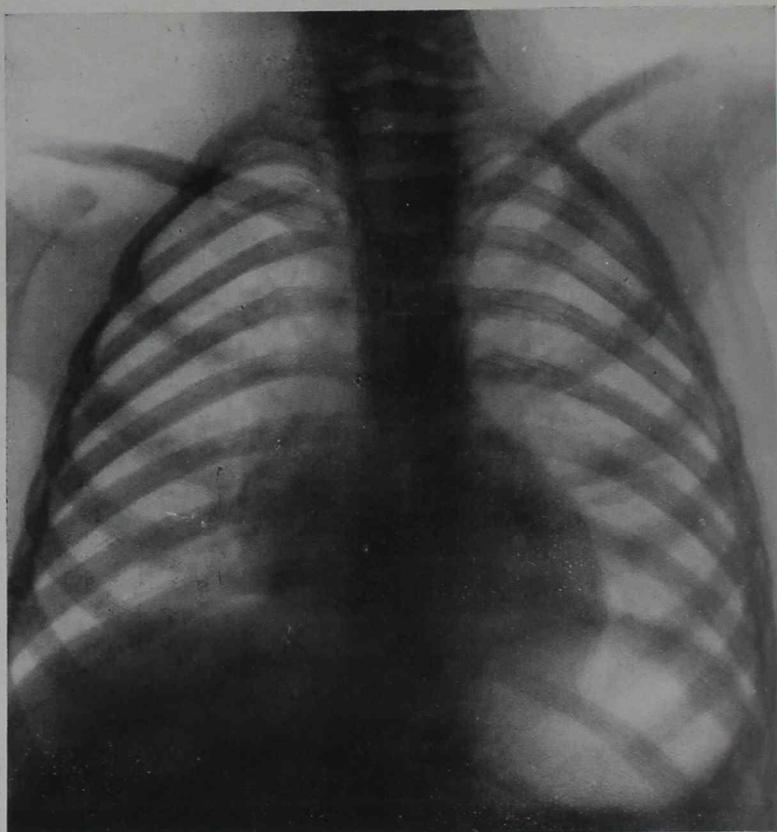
º 2.—Telerradiografía obtenida de pie el 26 de junio de 1933
